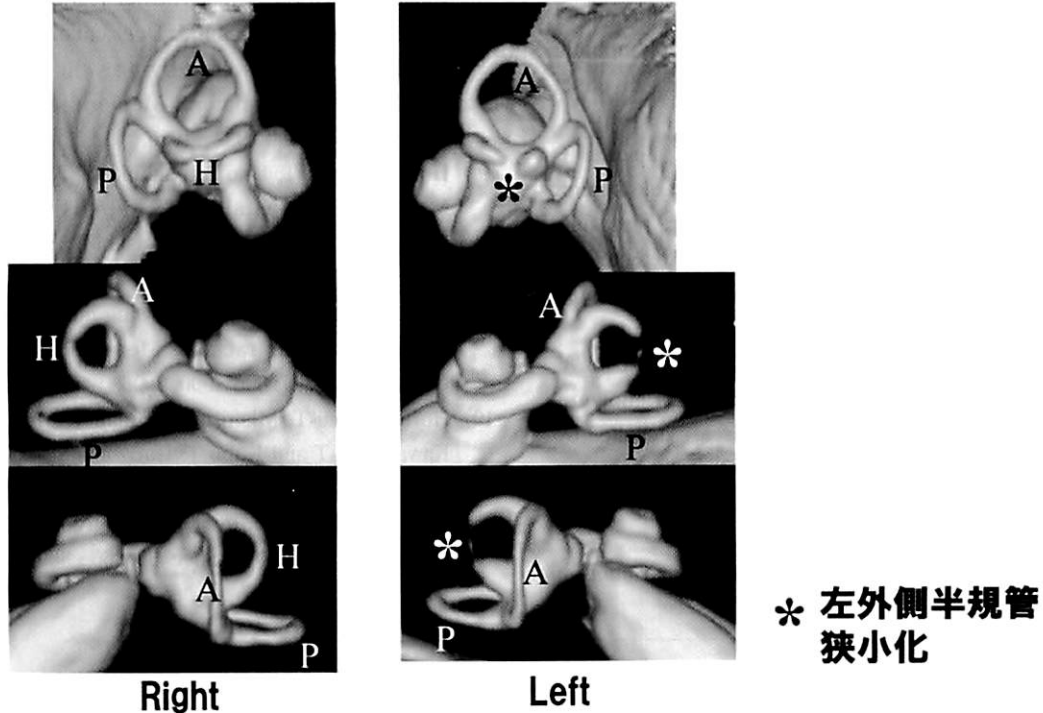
難治性 BPPV の内耳 3D-MRI 画像
